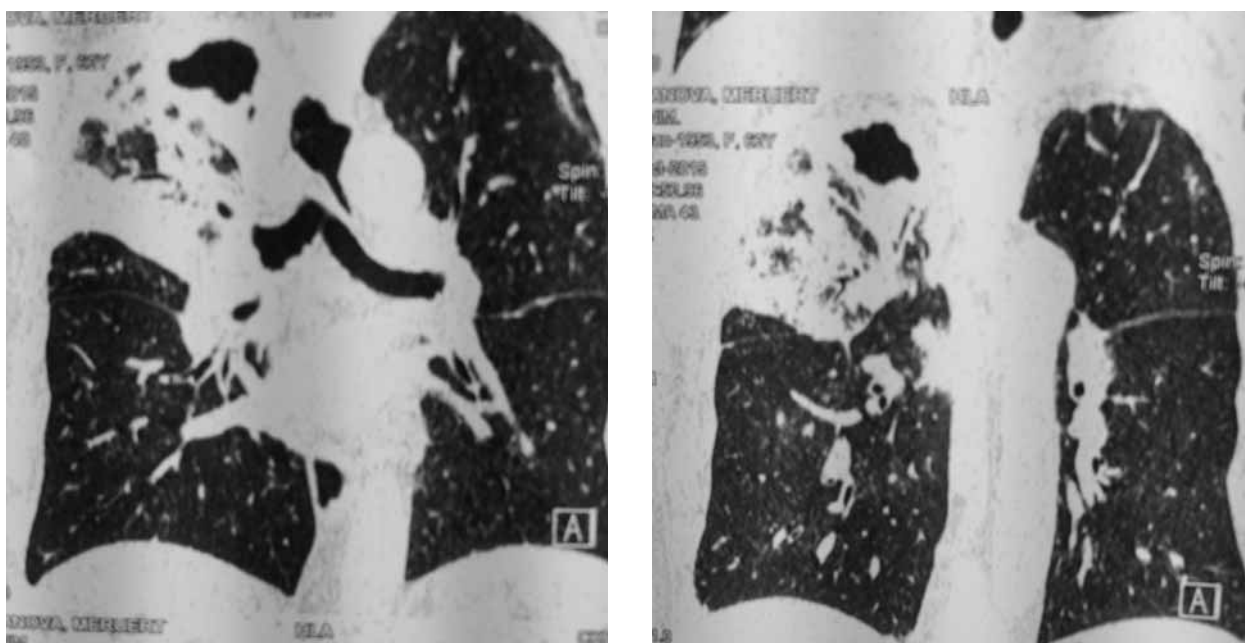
КТ органов грудной клетки больной О., 62 л от 19.10.2015г.
